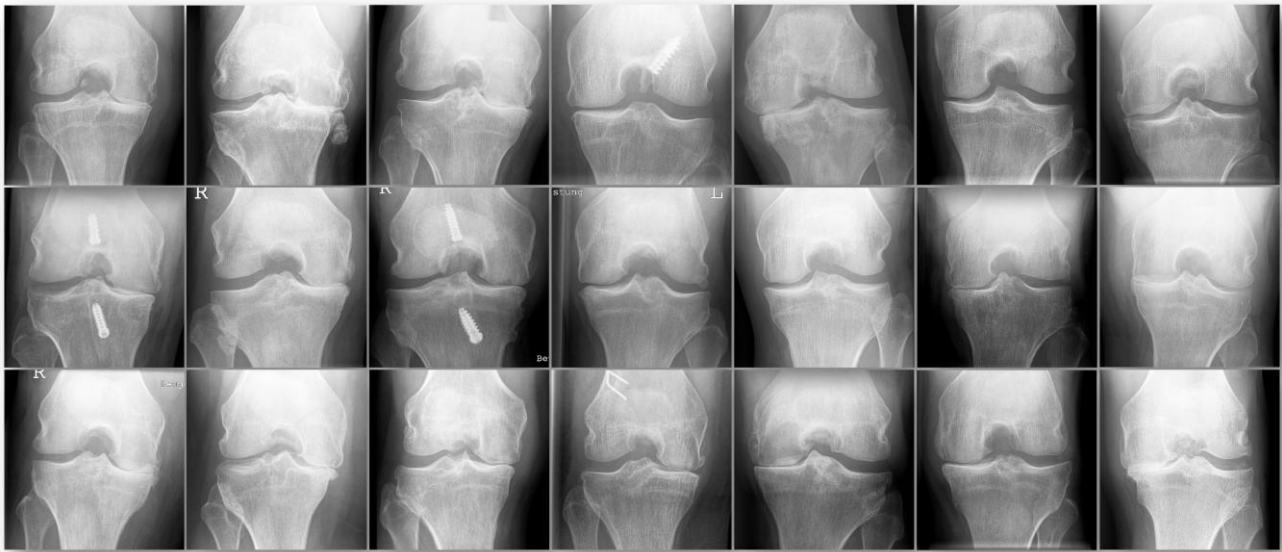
Pre-surgical x-rays of the patients before undergoing combined high tibial osteotomy, anterior cruciate ligament reconstruction and chondral resurfacing.
